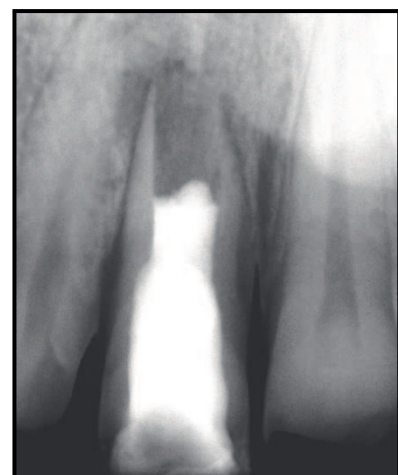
Radiografia periapical final do 1.1.
